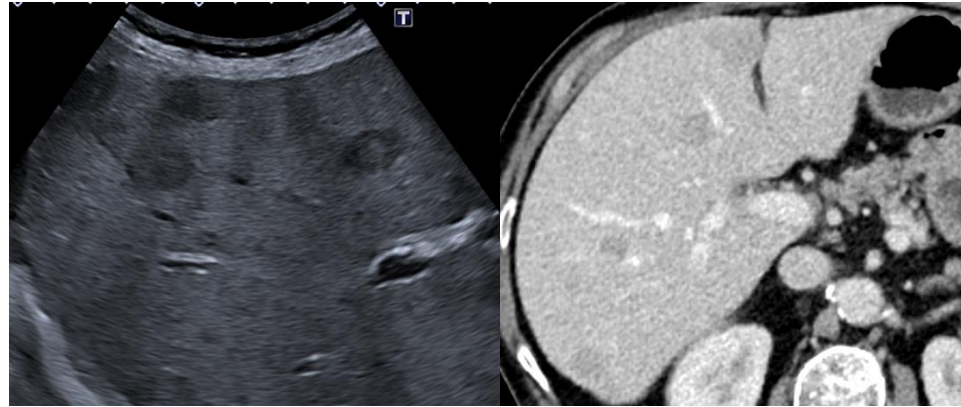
Ecografía hepática y TC de abdomen con contraste. Múltiples lesiones focales hipoecoicas en ecografía e hipodensas en el TC en relación con metástasis en paciente diagnosticada de carcinoma de ovario.
